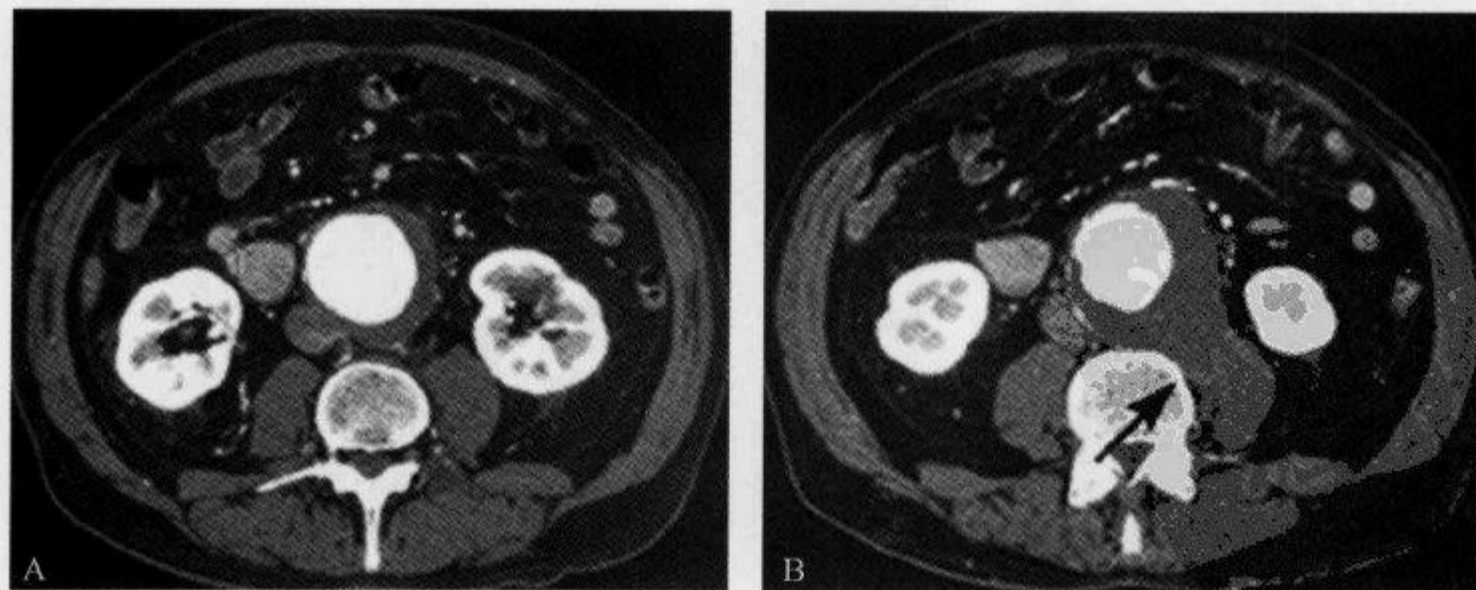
腹部 CT 增强示“主动脉披挂征”
